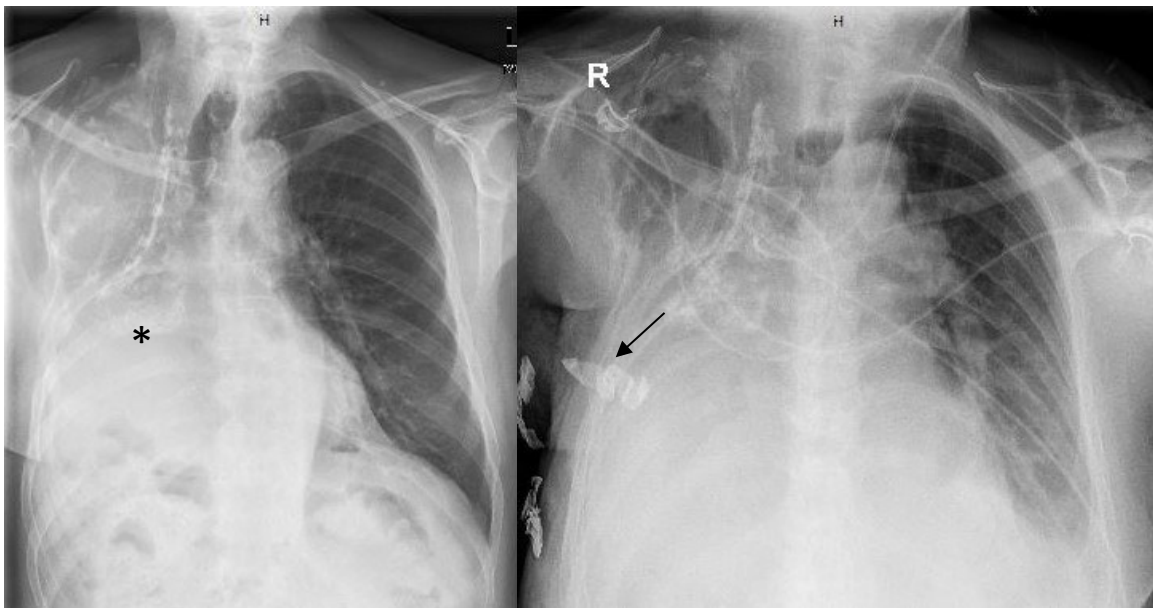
Röntgen-Thorax a.p.: a) Empyem nach Pneumektomie rechts, b) postoperativer Befund nach dem Wunddebridement und Tamponade
